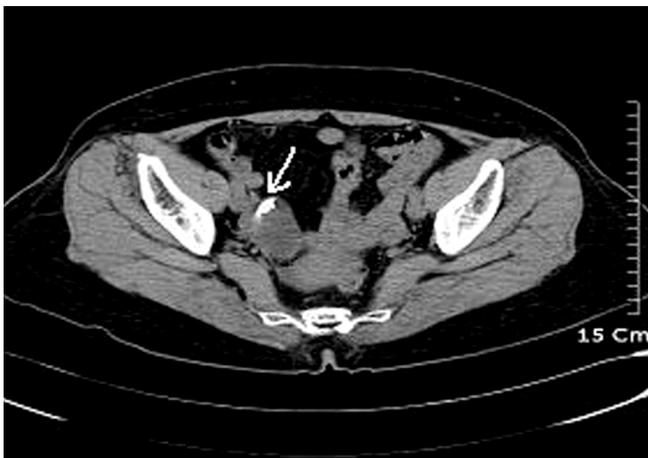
Preoperative pelvic computed tomography image. A 4×3 cm-sized pelvic mass contained fatty material and cystic fluid (white arrow).
